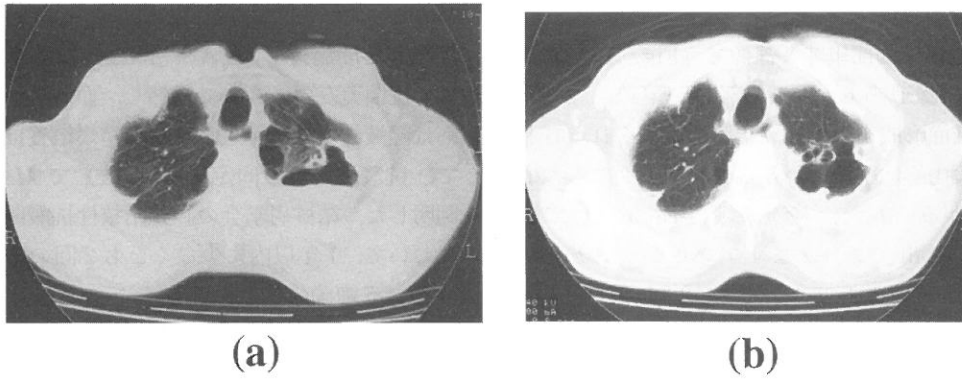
Changes of Chest CT images
